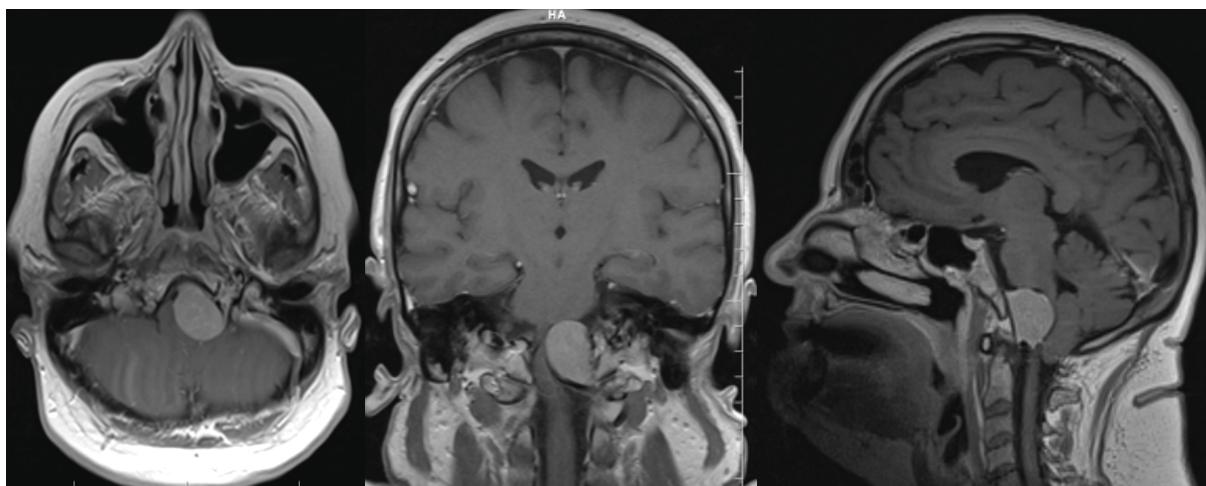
МРТ головного мозга перед операцией: МОКВП слева размерами 26x24x22 мм
